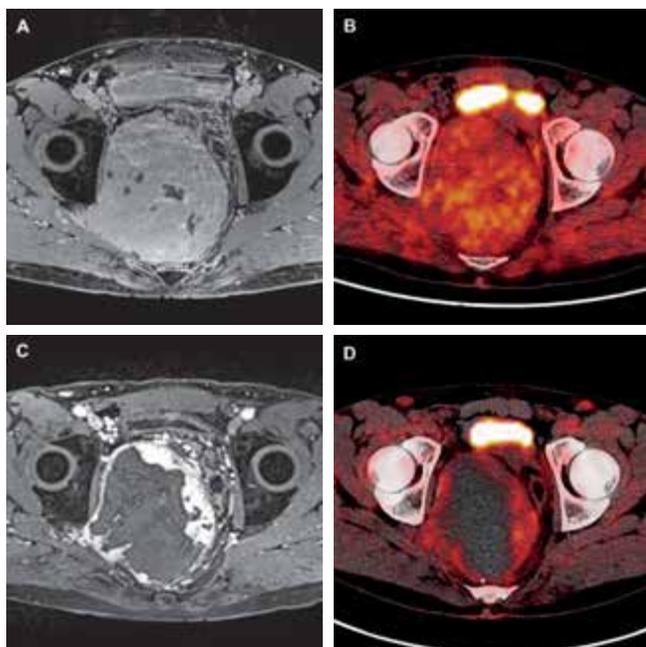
Tumor response after two sessions of transarterial embolization. (A, B) At initial work-up, MR and PET-CT images show a 12-cm hypervascular mass (volume, 611 cm³) with a moderate 18FDG uptake (SUVmax, 4.0). (C, D) Three months after the second procedure, imaging shows a slight decrease in size (10 cm) and 18FDG uptake (SUVmax, 2.7). The volume of the hypervascular portion is 128 cm³, corresponding to a decrease of 79%.
